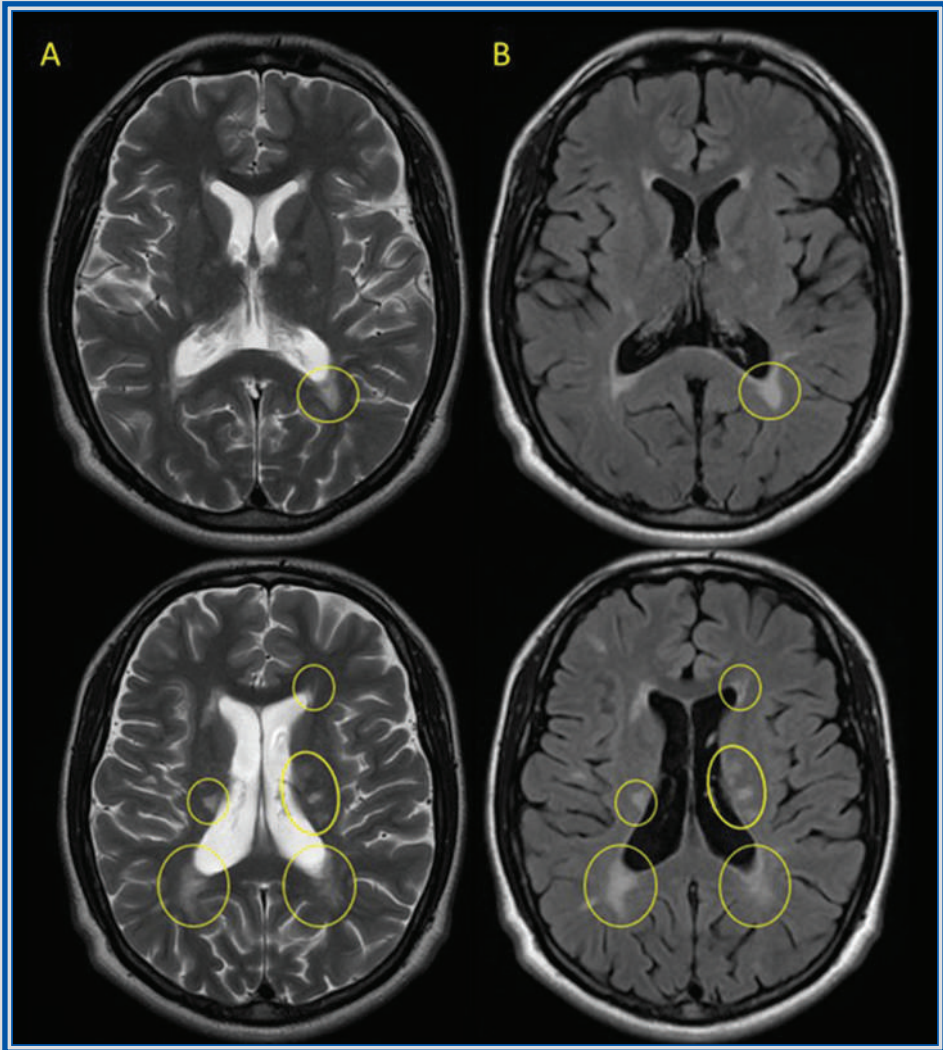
Capítulo 2. IRM de cerebro con cortes axiales en secuencias T2 (A) y FLAIR (inversión-recuperación con atenuación de líquido). (B). Se observan múltiples lesiones hiperintensas, de forma ovalada, cuyo diámetro mayor es perpendicular al eje ventricular y su distribución es de predominio en regiones posteriores.
